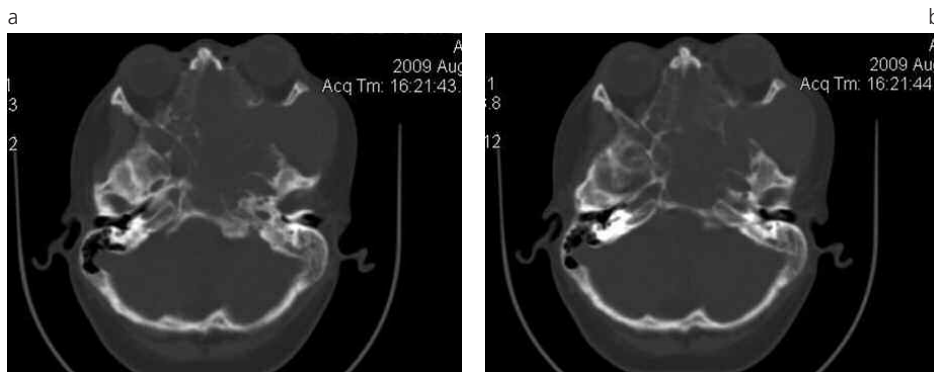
(a) (b) TC corte axial de un paciente de 13 años de sexo masculino con diagnóstico de fibrosarcoma nasofaríngeo. Presenta erosión ósea del ápice petroso temporal izquierdo, esfenoides, etmoides y órbita con masa de partes blandas asociada.
